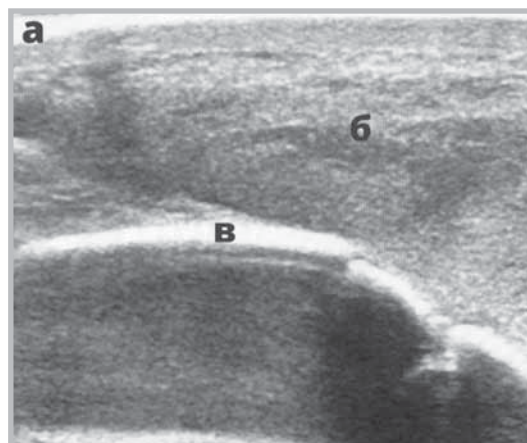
УЗИ мягких тканей головы: а – апоневроз, б – скопление крови, в – теменная кость (данные предоставлены Федотовой О.И.)
